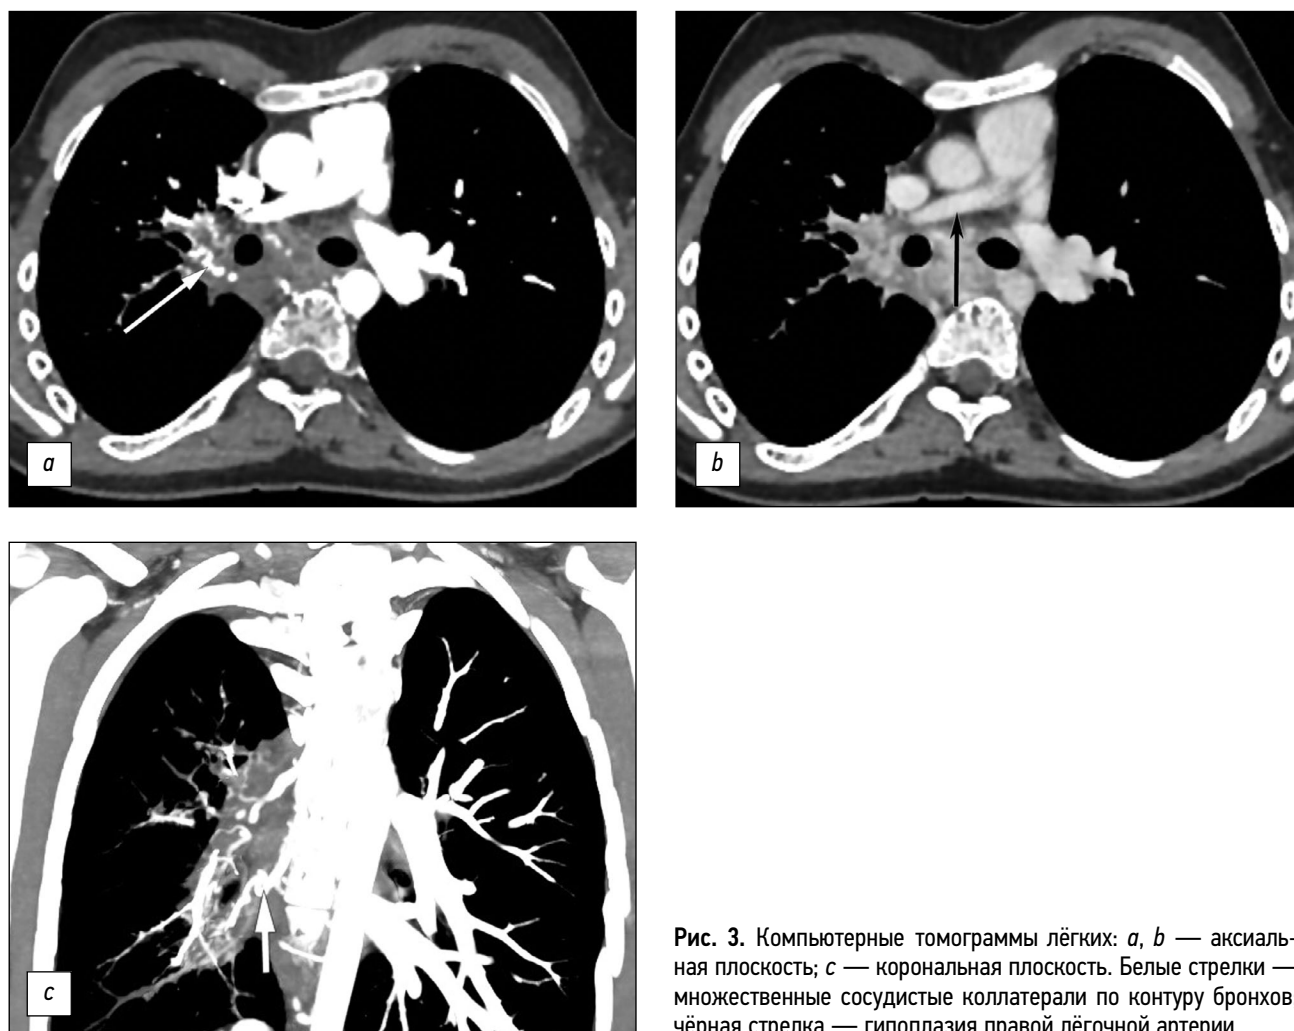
Компьютерные томограммы лёгких: *a, b* — аксиальная плоскость; *c* — корональная плоскость. Белые стрелки — множественные сосудистые коллатерали по контуру бронхов; чёрная стрелка — гипоплазия правой лёгочной артерии.
